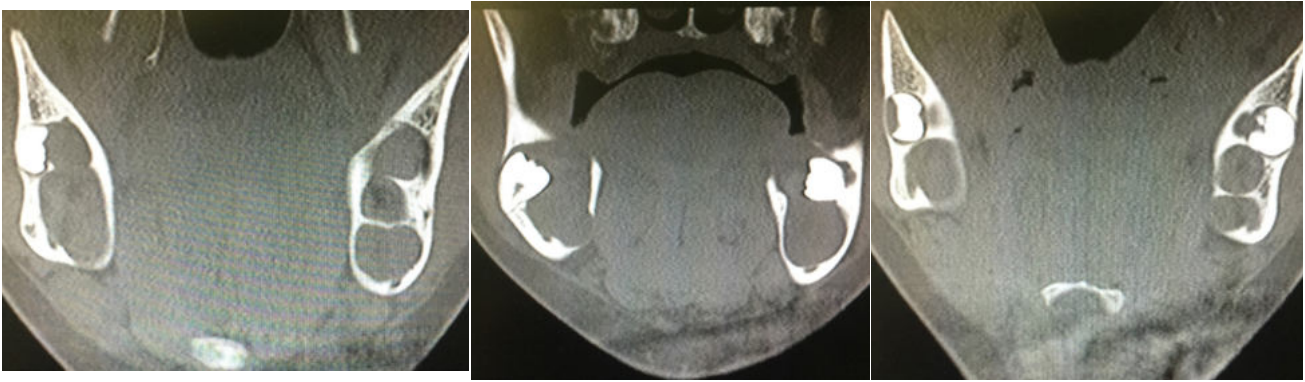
Proyecciones del TAC en relación con los quistes mandibulares.
